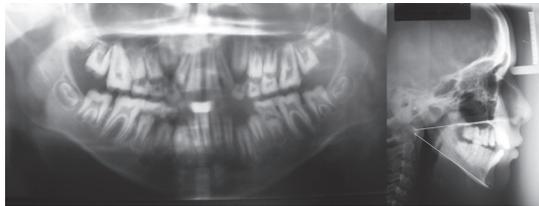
A. Radiografía panorámica, ausencia de esmalte dental. B. Plano mandibular alto.
